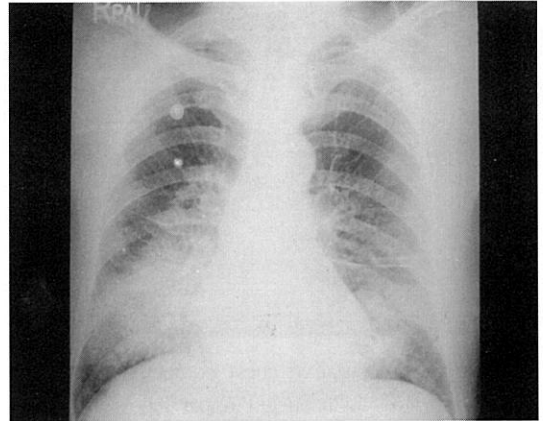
Chest X-ray showing a circular mass in the left lower lobe after thoracostomy.
